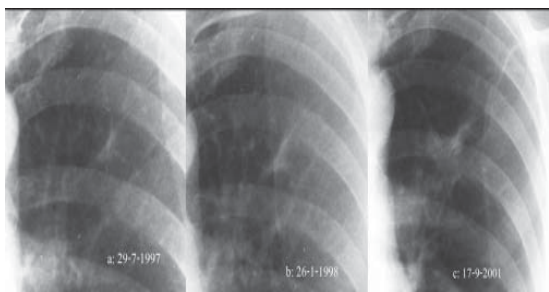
a, b, c: Serial chest radiographs of a 68 - year - old man. Initially, there was a scar - liked opacity in the left upper lobe (Fig 6a). Note gradual enlargement of the lesion to be a spiculated nodule (Fig 6c) within 4 - years, later.
